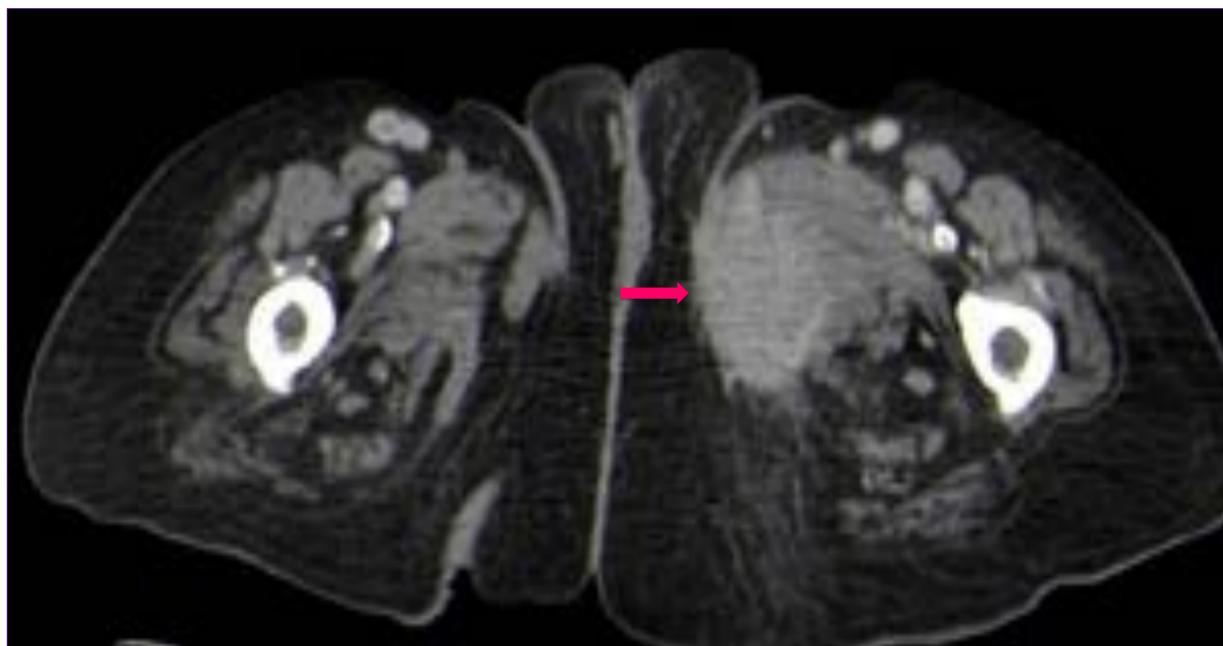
TC de pelvis con contraste iv. Mujer. 64 años. Úlcera cutánea en cara medial del muslo, edema, aumento de la temperatura y tumefacción importante y fiebre alta, se solicita TC para descartar afectación en profundidad. Aumento de tamaño y realce difuso de la musculatura abductora del MII con áreas mal definidas hipodensas con realce periférico sugestiva de miositis con áreas de abscesificación en evolución.
